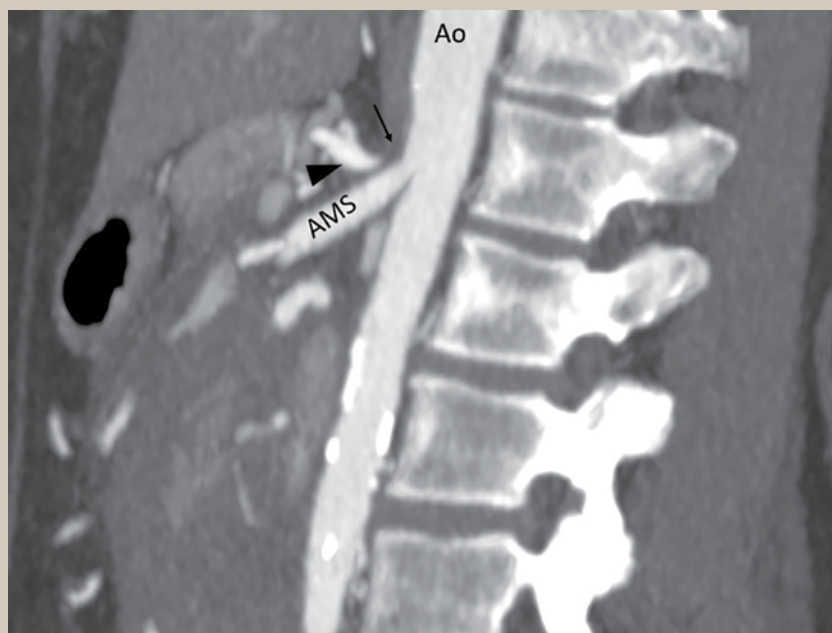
Angiotomografía en plano sagital con ausencia de llenado del origen del tronco celíaco (flecha) y morfología en gancho del mismo (cabeza de flecha).
